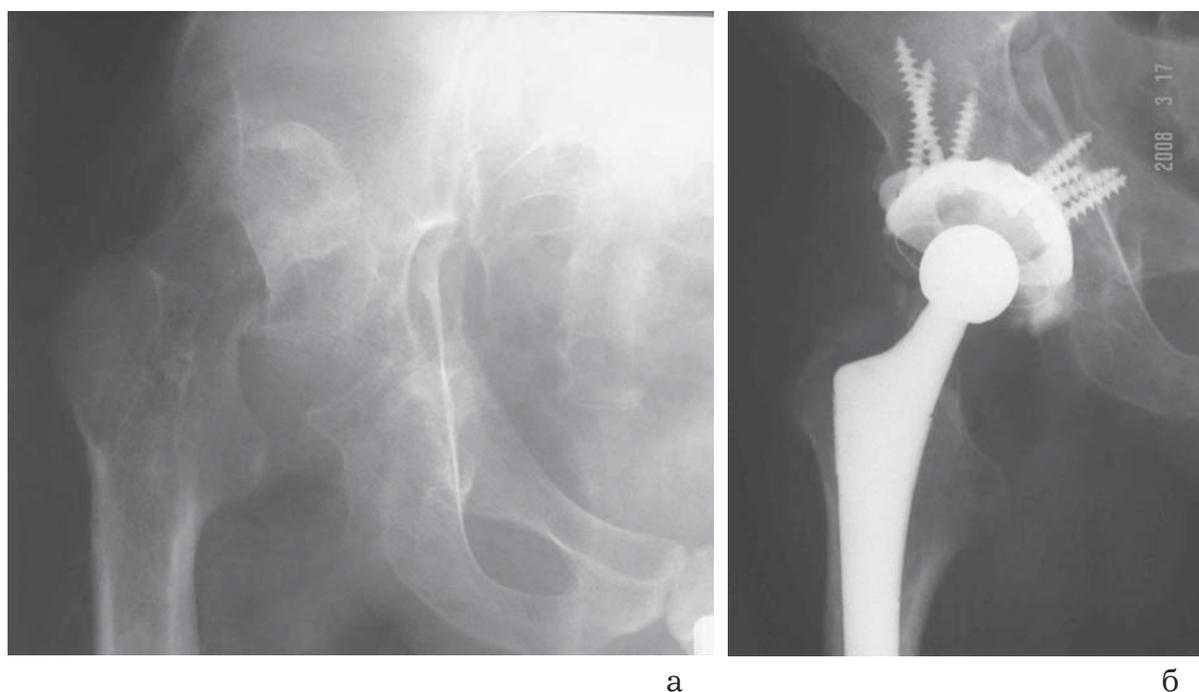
Рентгенограммы тазобедренного сустава до (а) и после (б) тотального эндопротезирования по поводу застарелого чрезвертлужного перелома с невправленным вывихом головки бедра. Фиксация и армирование костного ложа произведены с помощью ацетабулярного кольца Мюллера.
